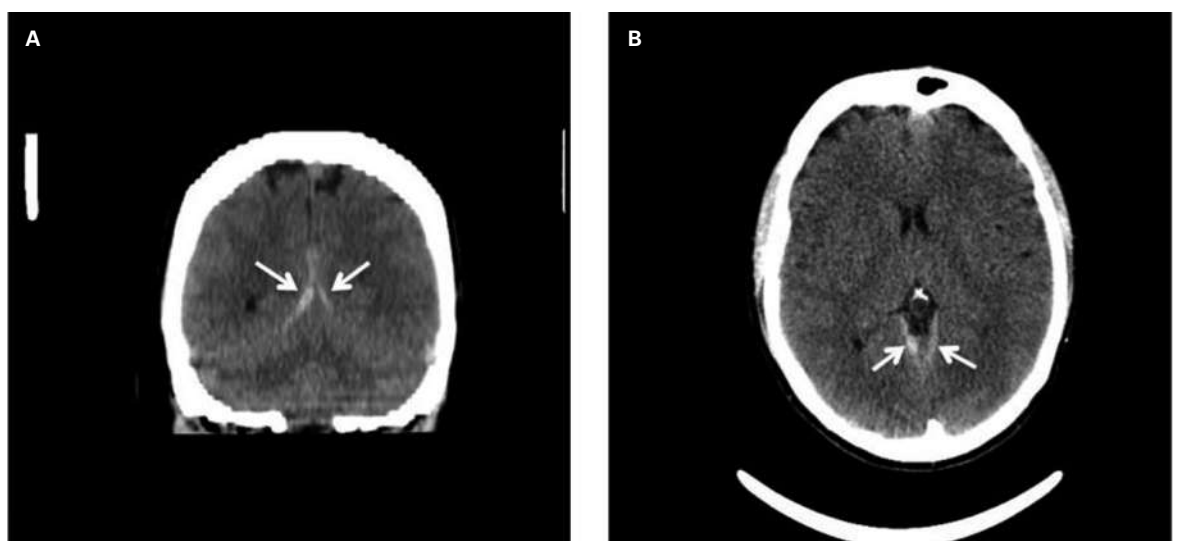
Schädel-CT am dritten Tag nach Lumbalpunktion. Coronale Rekonstruktion (A) und axiales Schädel-CT ohne Kontrastmittel-Verstärkung (B). Schmales subdurales Hämatom (Pfeil) entlang des Tentoriums.
